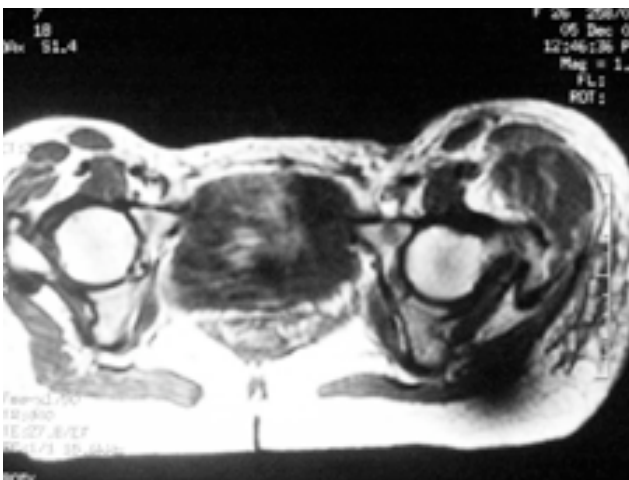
IRM du pelvis en coupe axiale en spine echo T1 sans injection de gadolinium montrant la collection en hyposignal dans le muscle moyen fessier gauche et l'absence d'épanchement intra-articulaire.
